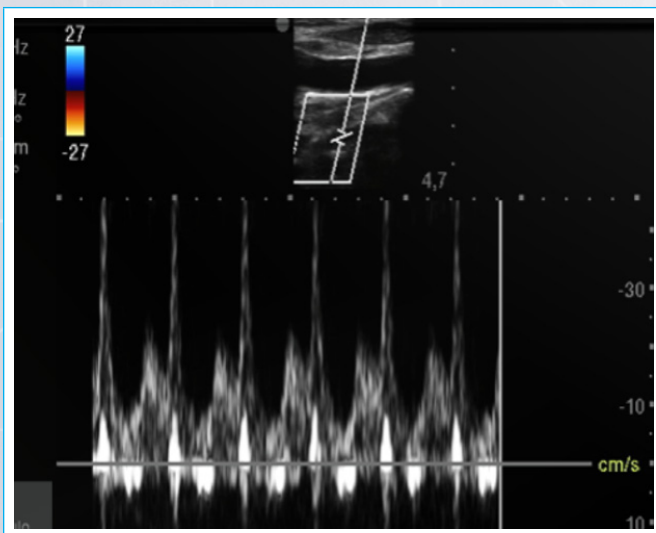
Ecografía Doppler de vasos supraaórticos. Imagen de onda espectral de Doppler vertebral compatible con compromiso subclavio izquierdo por el flap de disección.
